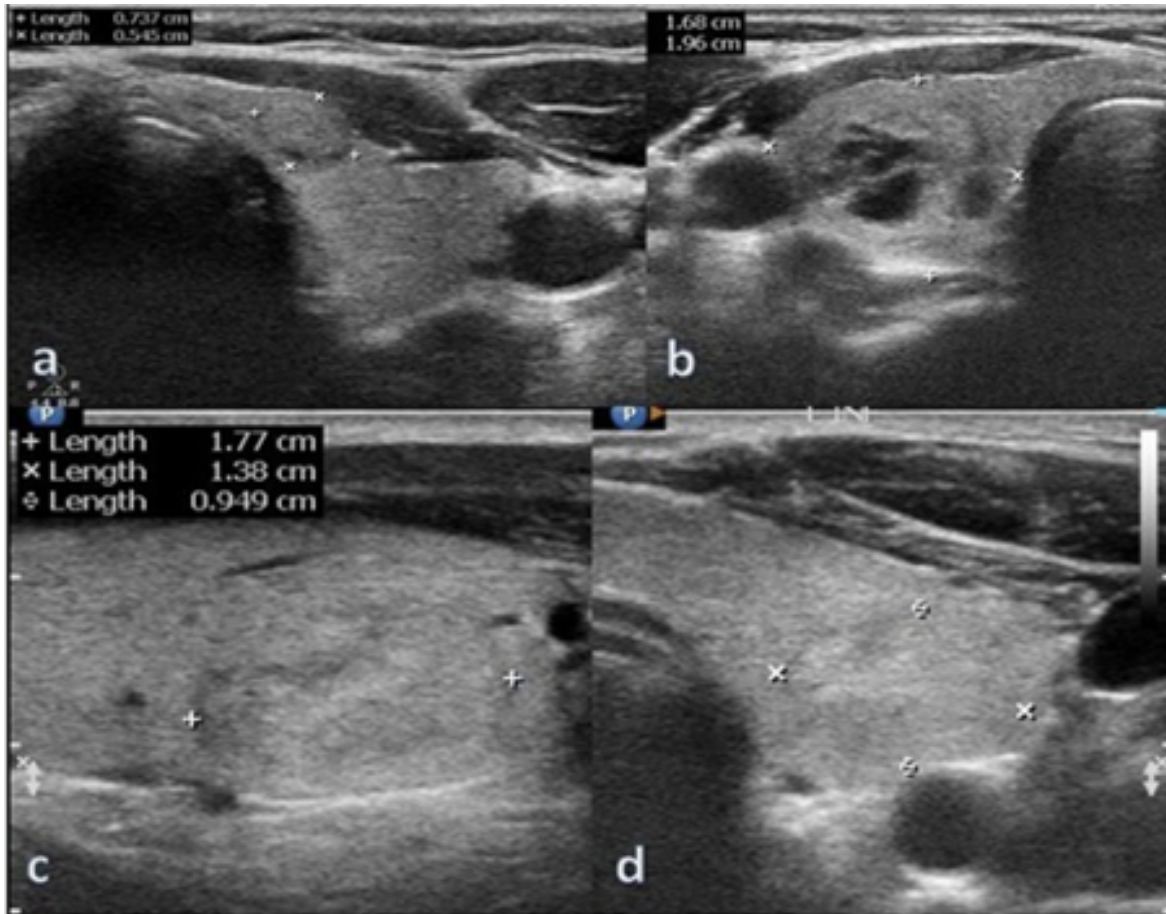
EU-TIRADS 3; A: Solid isoechoic nodule surrounded by a thin capsule with well-defined border and without calcifications. B: On ultrasound image of a semisolid nodule, the internal component is classified as solid portion greater than 50%, the solid portion is isoechoic and the nodule is well-defined. C, D: A macrolobulated solid isoechoic nodule surrounded by a thin capsule, without calcifications or irregular margins.
